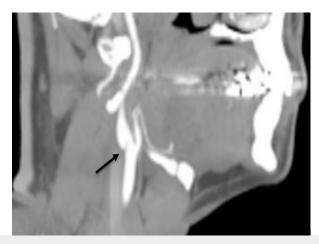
Tomografía de vasos de cuello corte axial y sagital. Imagen linear hipodensa en arteria carótida interna proximal izquierda justo encima de la bifurcación carotídea (flechas). Agradecimiento al servicio de radiología de la Fundación Cardioinfantil por facilitar las imágenes y a la paciente por permitir hacer uso de estas.
